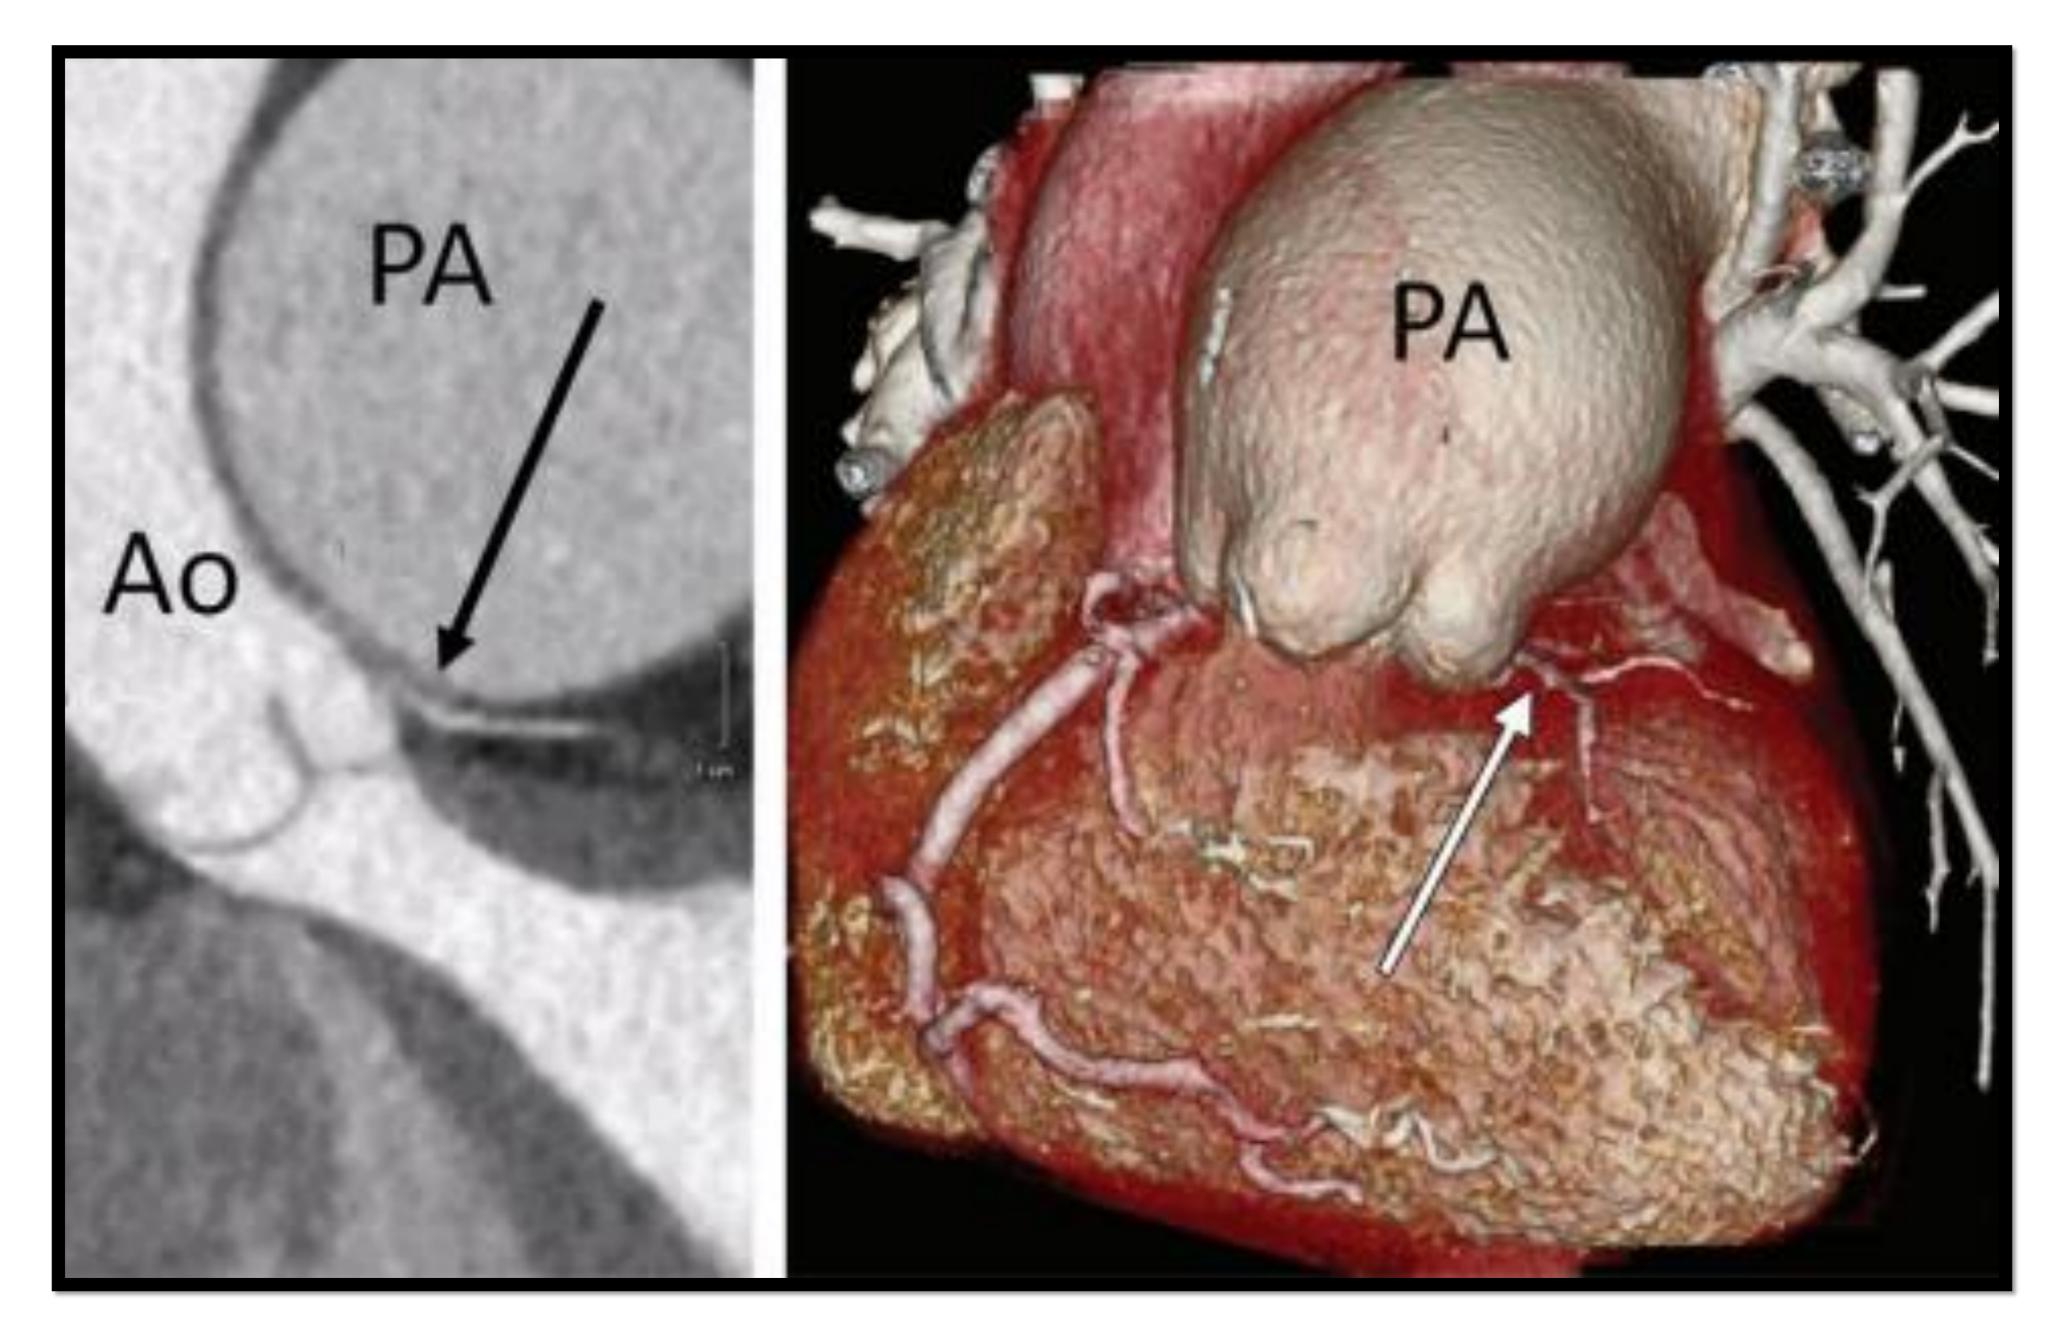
Mujer de 60 años con HAP secundaria a esclerodermia. Se realiza angio-TC y se observa gran dilatación de la arteria pulmonar (PA) que comprime la arteria coronaria izquierda (flechas). A la derecha se observa la reconstrucción volumétrica.
